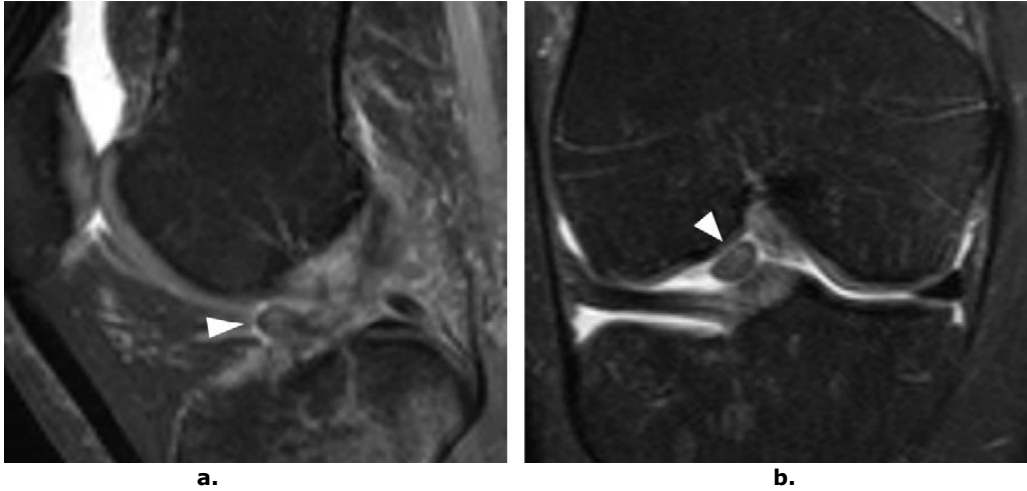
8. Ruptura LIA vizualizată la RMN [Guenoun 2012] a.) în plan sagital b.) în plan coronal
